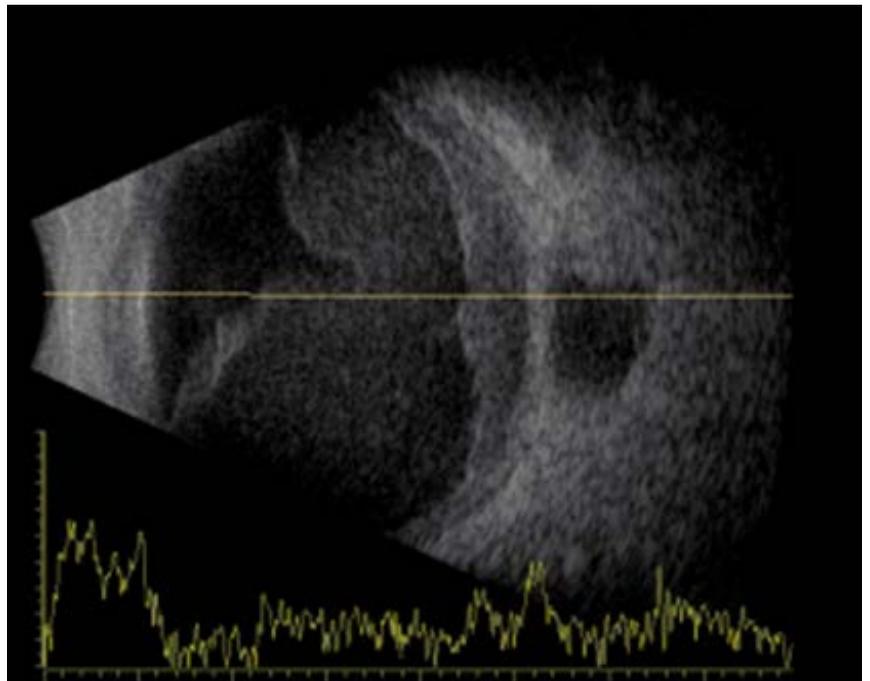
Ecografía ocular ojo izquierdo. Se observa lesión coroidea difusa, de media alta reflectividad vinculable a metástasis coroidea, imagen de membrana con abundantes ecos puntiformes submembrana. Además se puede apreciar imagen hipocogénica en cavidad orbitaria, adyacente a la pared ocular y cercana al cono de sombra del disco óptico (extensión extraescleral).
